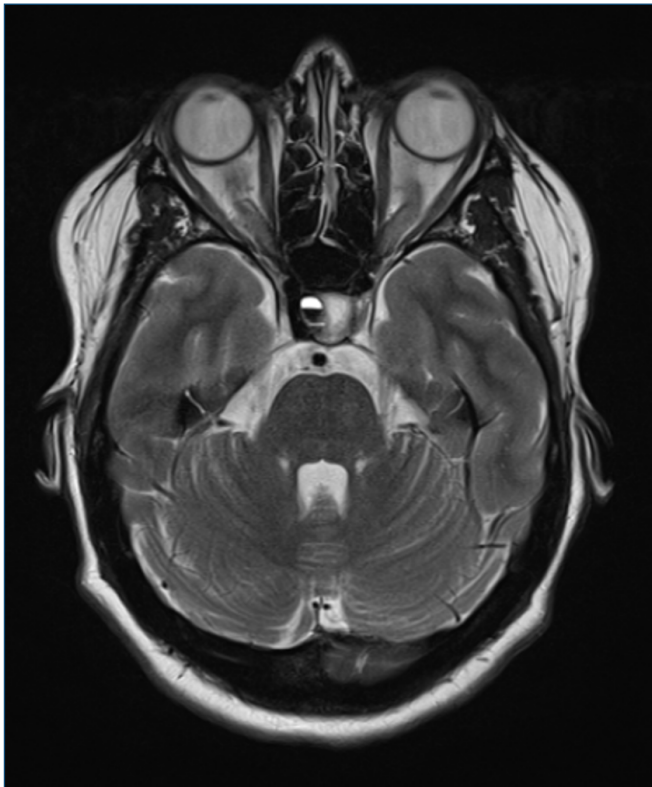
Ressonância magnética de encéfalo evidenciando imagem nodular na hipófise, medindo cerca de 0,7 cm, sugerindo adenoma hipofisário.
